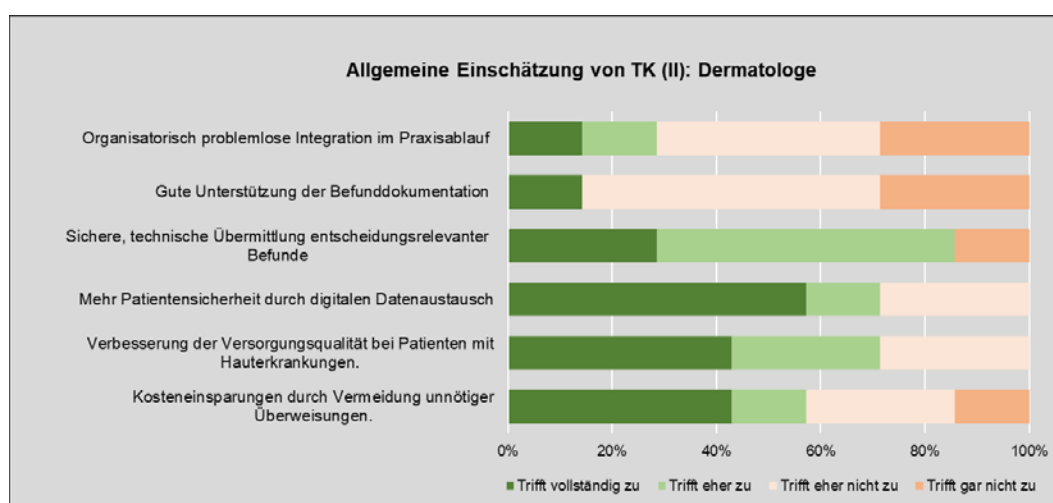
Allgemeine Einschätzung von TK (II): Dermatologe
